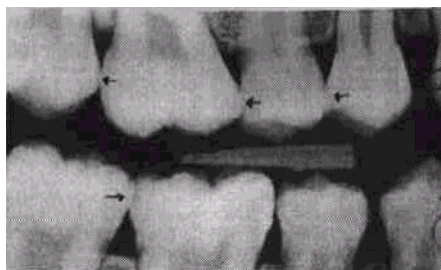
При неправильной технике рентгеновской съемки возникают искажения и наложения изображений зубов. В результате невозможно правильно оценить состояния зубных поверхностей, особенно на апроксимальном участке. Поэтому в обеих половинах челюсти рекомендуют делать по два рентгеновских снимка (один - на участке моляров, другой - на участке премоляров).
